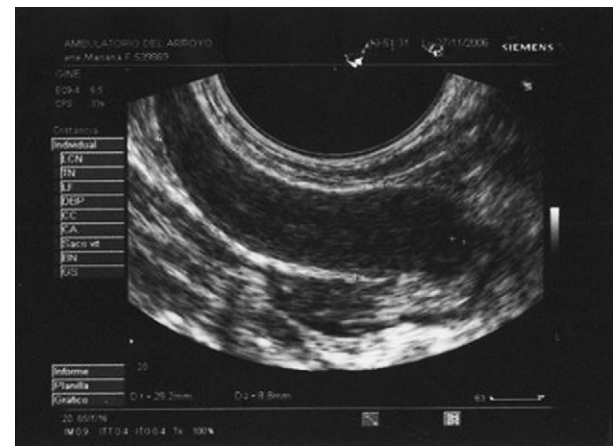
Ecografía transrectal.
